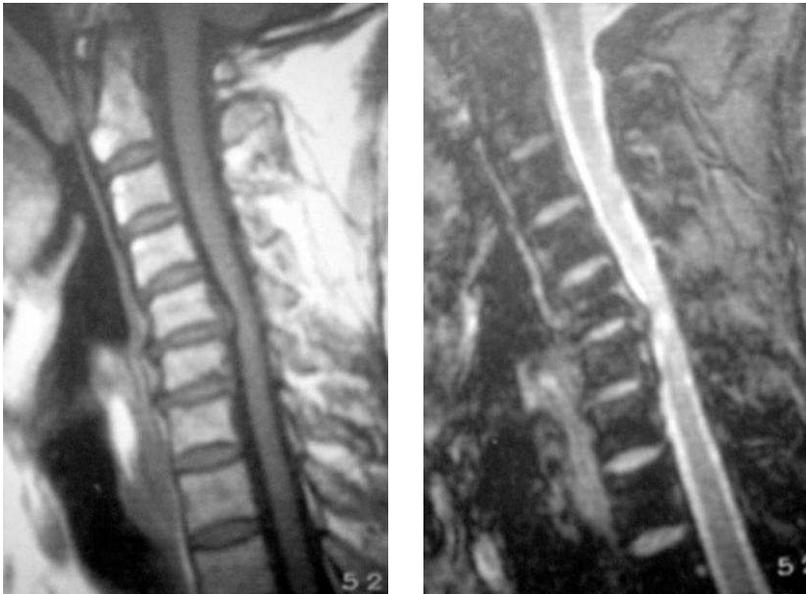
RM, hernia discal C4-C5
